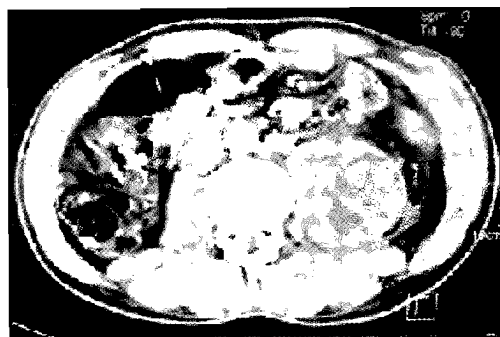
TDM abdominopelvienne montrant le kyste hydatique multicloisonné du psoas
